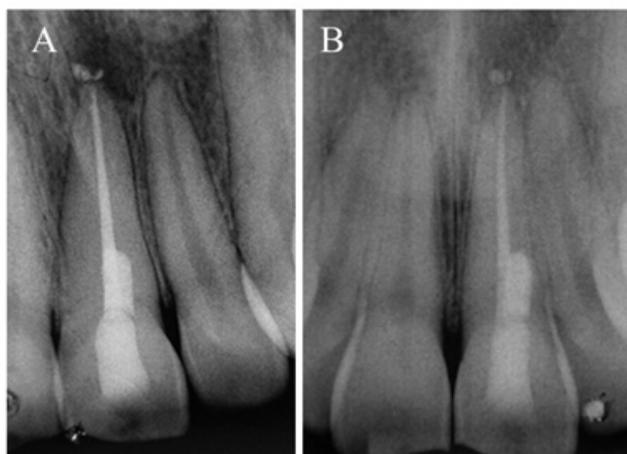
A) Radiografia periapical após tratamento endodôntico; B) Radiografia periapical após 6 meses de acompanhamento, evidenciando reparo da lesão perirradicular.
